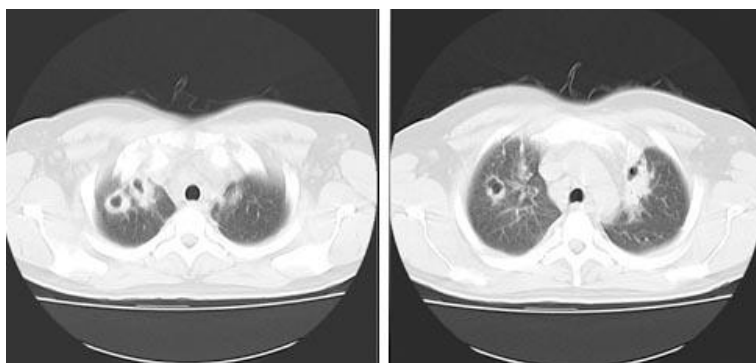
Tomografía axial computarizada donde se observa múltiples imágenes cavitadas en ambos campos pulmonares.
